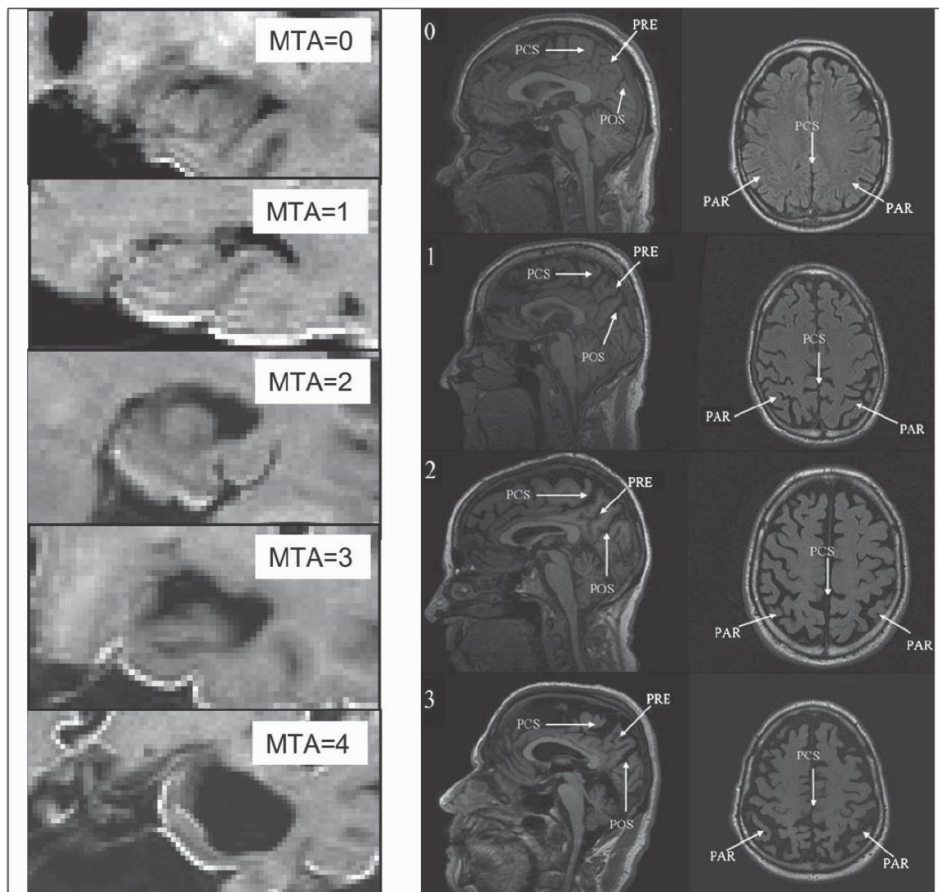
Signes radiologiques principaux de maladie d'Alzheimer en IRM
